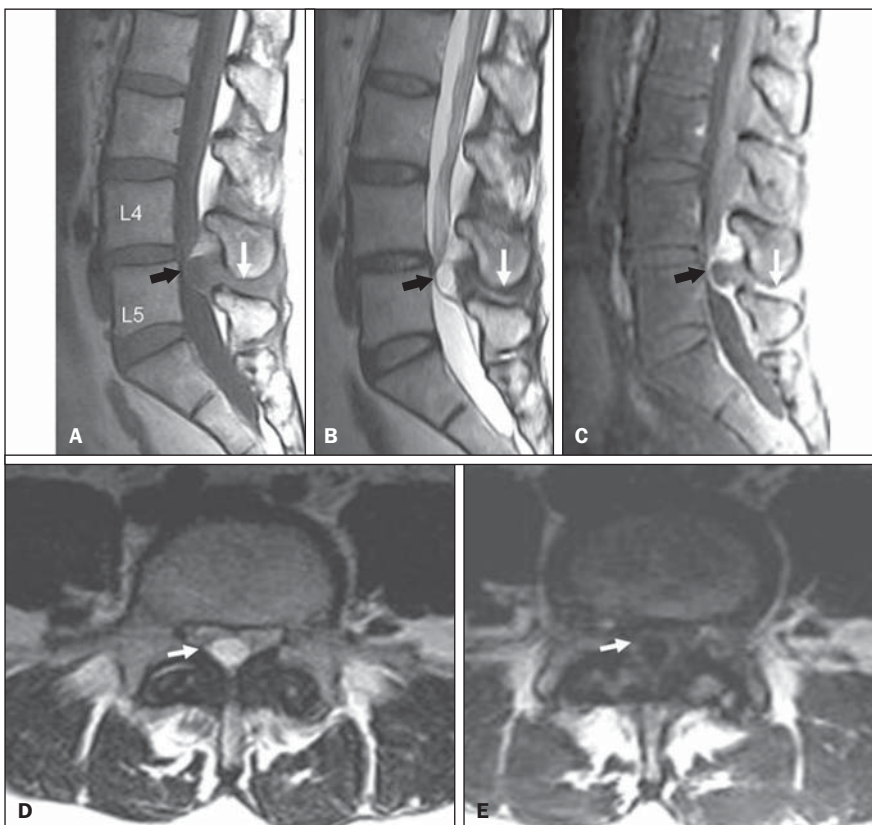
Bursite interespinhosa associada a cisto epidural. Paciente de 53 anos de idade, sexo feminino, apresentando lombociatalgia bilateral intensa com claudicação. RM no plano sagital demonstra espessamento e líquido no ligamento interespinhoso de L4/L5 (setas brancas), associados a formação cística epidural (setas pretas), com sinal intermediário em T1 (A), hipersinal em T2 (B) e realce periférico pós-contraste (C). No plano axial T2 (D) e T1 pós-contraste (E) observa-se formação cística epidural na linha média (setas), com acentuada compressão do saco dural.
